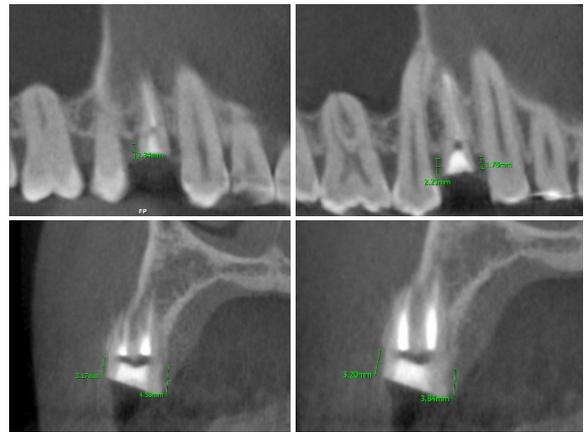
교정적 정출술 시행 전 CBCT 단면
